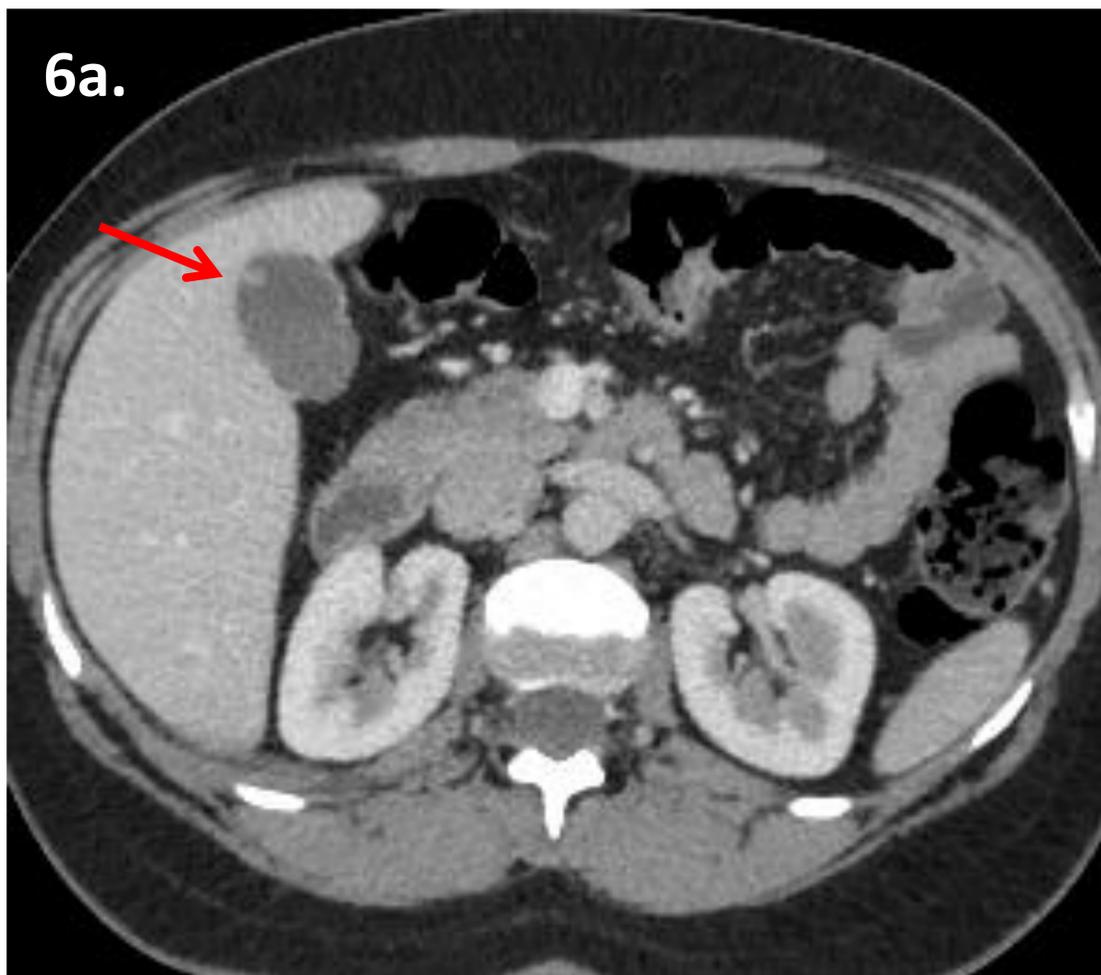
TC axial con CIV. Fig 6b. TC reconstrucción oblicua. Se observa engrosamiento de la pared vesicular antideclive. Imagen compatible con pólipo vesicular (flechas). Se recomendó ecografía complementaria. (Fig 6c).
